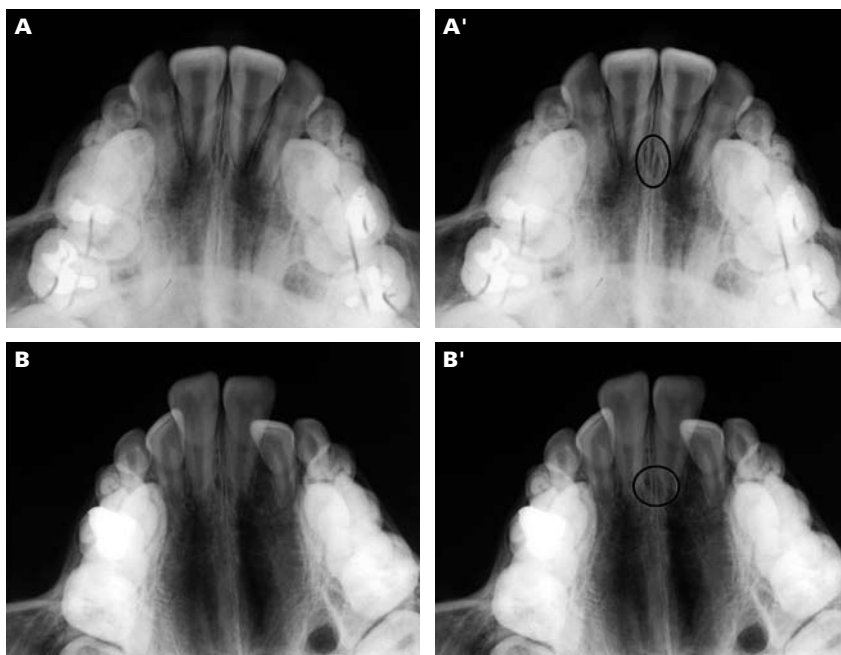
Radiografías oclusales del maxilar mostrando cómo es identificada la imagen del conducto nasopalatino.
